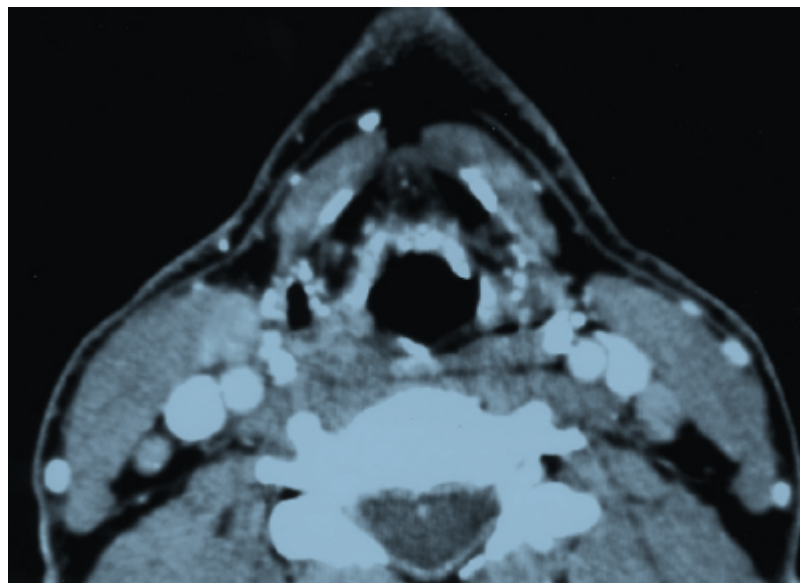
TDM du larynx en coupe axiale après injection montrant une lésion irrégulière de la face laryngée de l'épiglotte avec une prise de contraste. [12]
